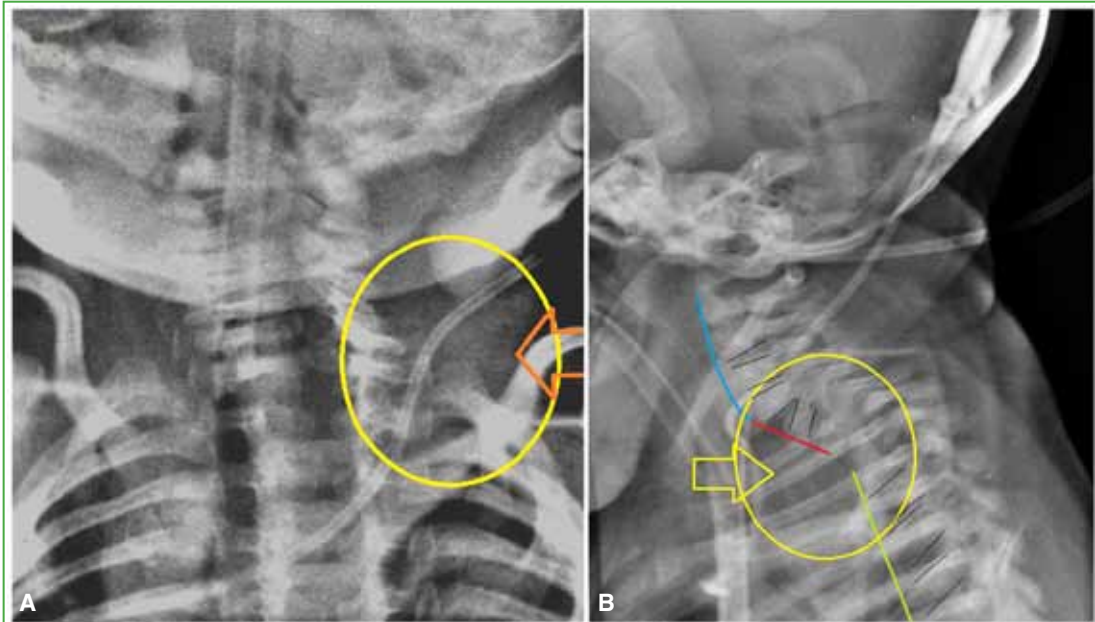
A. Radiografía de tórax, de frente. Nótese la masa supraclavicular de partes blandas (círculo amarillo, flecha roja). B. Radiografía de columna cervical, de perfil. Nótese el quiebre en la alineación del pasaje cervico-torácico (líneas roja y verde, círculo y flecha amarillos).
